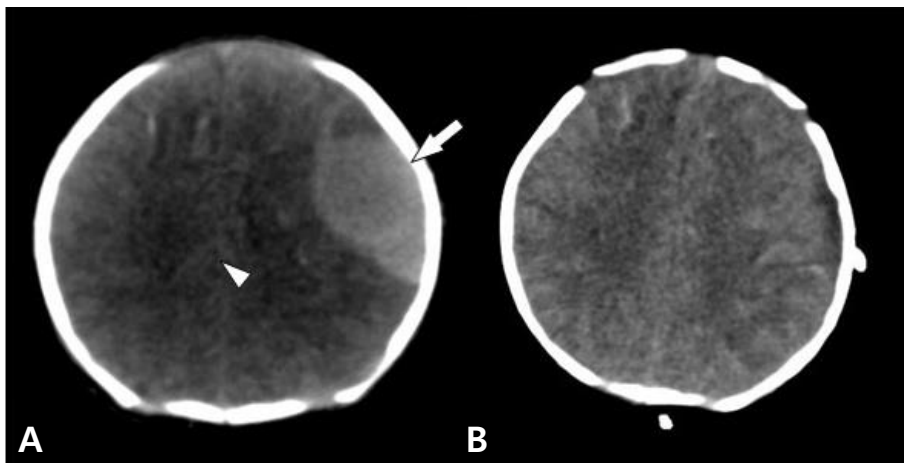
CT scans of case 10. Before (A) and after (B) surgical treatment. The EDH(arrow), shown as a lentiform high-density area on the left temporal region with mass effect(arrowhead), disappeared after surgery.
